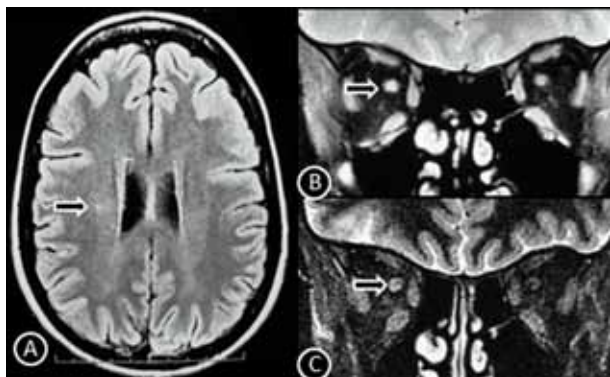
Resonancia magnética cerebral y orbitaria. Las flechas señalan un punto hiperintenso aislado en la sustancia blanca periventricular (A) e hiperintensidad de nervio óptico retrobulbar derecho (proyección coronal sin (B) y con supresión de grasa (C)).
